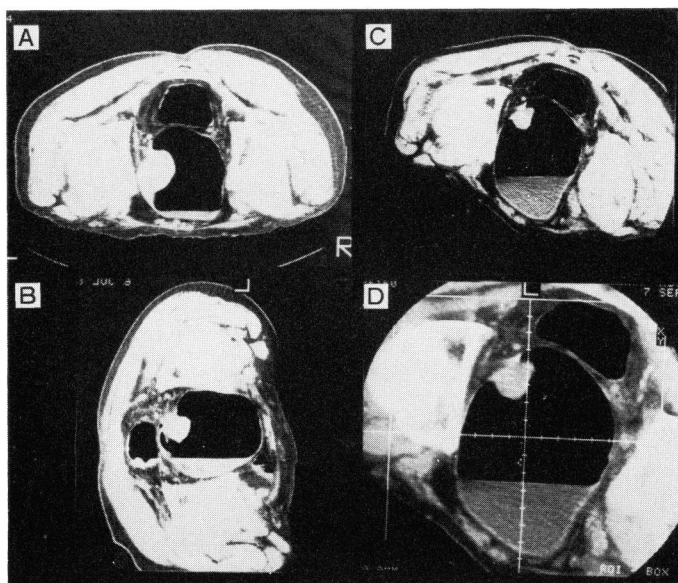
Case 8. Computed tomography A: Before-instillation therapy. B: After-instillation therapy (80 mg $\times$ 6). C, D: After 2 courses instillation therapy (80 mg $\times$ 6+160 mg $\times$ 6). The tumor is markedly decreased in size.
